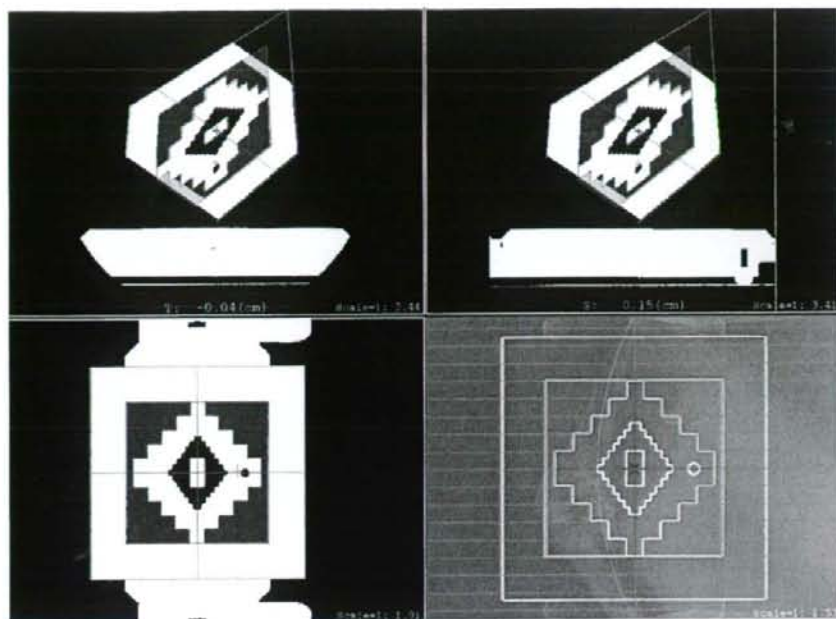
MLC shaped radiation field superimposed on axial (a), sagittal (b), cax (central axis) (c) of the binary format image reconstructed CT image and digitally reconstructed radiograph (d) of the binary format image for a gantry rotation of 45 degrees and a couch rotation of 45 degrees.
